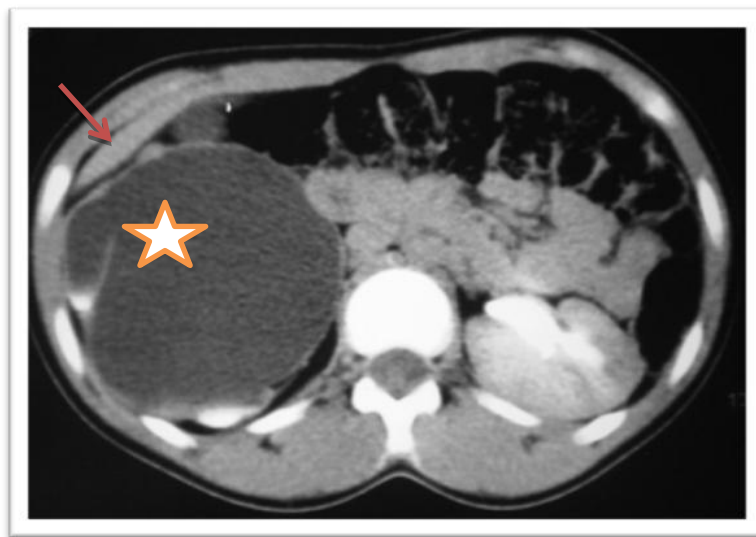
Cliché de TDM abdominale montrant une hydronéphrose majeure avec une atrophie corticale (flèche) et retard d'excrétion dans le cadre d'un Sd de JPU droit (étoile).
